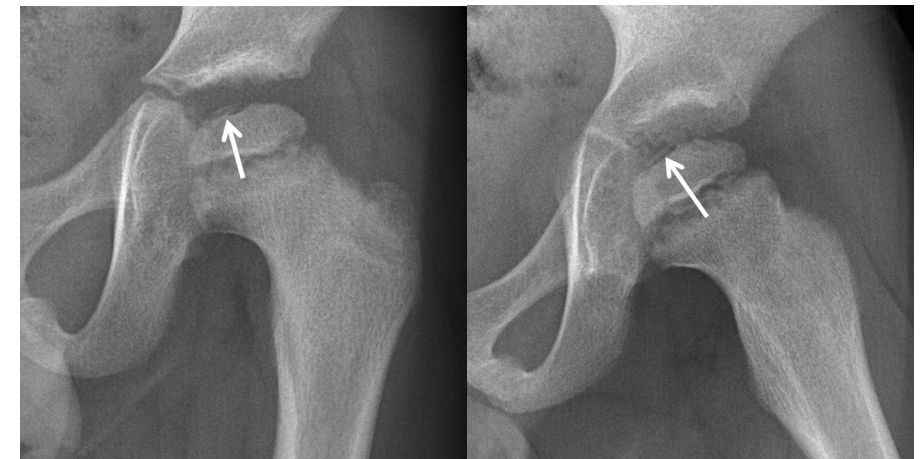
Maladie de Legg-Calvé: Garçon de 6 ans avec une boiterie qui évolue récemment et douleur dans la région de la hanche gauche. La radiographie AP de la hanche gauche en abduction montre un trait de fracture avec un fragment séparé (flèche); la radiographie de la hanche droite est normale. Une échographie comparative gauche-droite démontre un épanchement de la hanche gauche.
